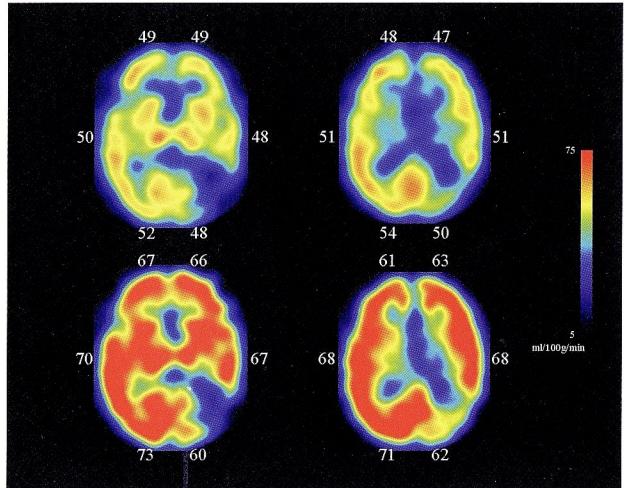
STENT施行後の¹²³I-IMP SPECT
